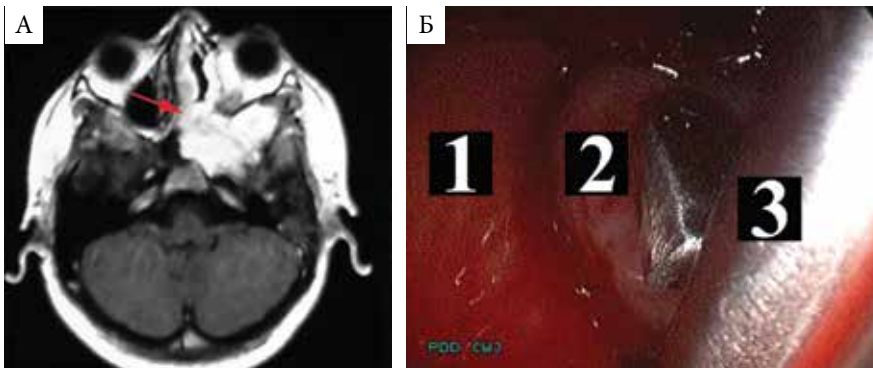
Эндоскопическая ассистенция при удалении краниофациальной ангиофибromы путем ОЗД: А – МРТ, аксиальная проекция: «слепая зона» в полости носа указана красной стрелкой; Б – под контролем эндоскопа с углом обзора 45° производится удаление фрагмента опухоли из «слепой зоны»: 1 – слизистая оболочка дна полости носа, 2 – фрагмент опухоли, 3 – щипцы Блэксли
